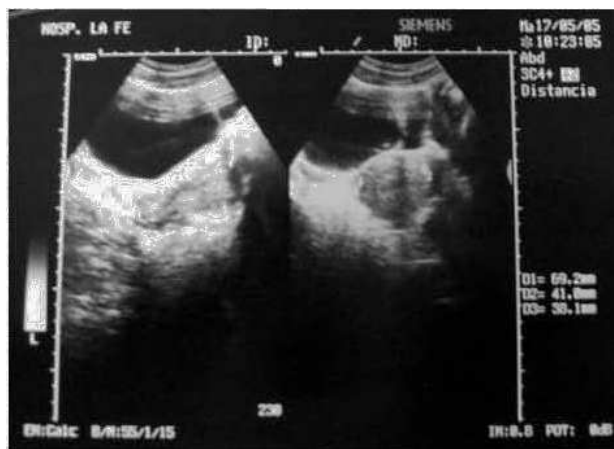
Ecografía con sección longitudinal y transversal de la pelvis.
